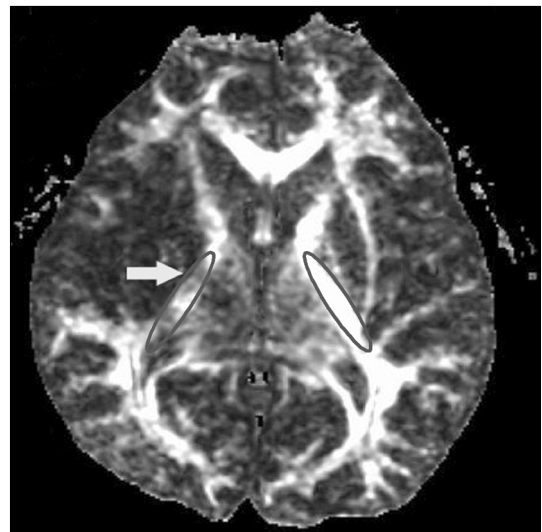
Fractional anisotropy (FA) map at the level in posterior limb of the internal capsule was shown as an axial scan image of brain MRI in a patient with right middle cerebral artery infarction. A quantitative analysis of the FA maps performed using a region of interest (ROI) technique by placing a region in the posterior limb of the internal capsule.
